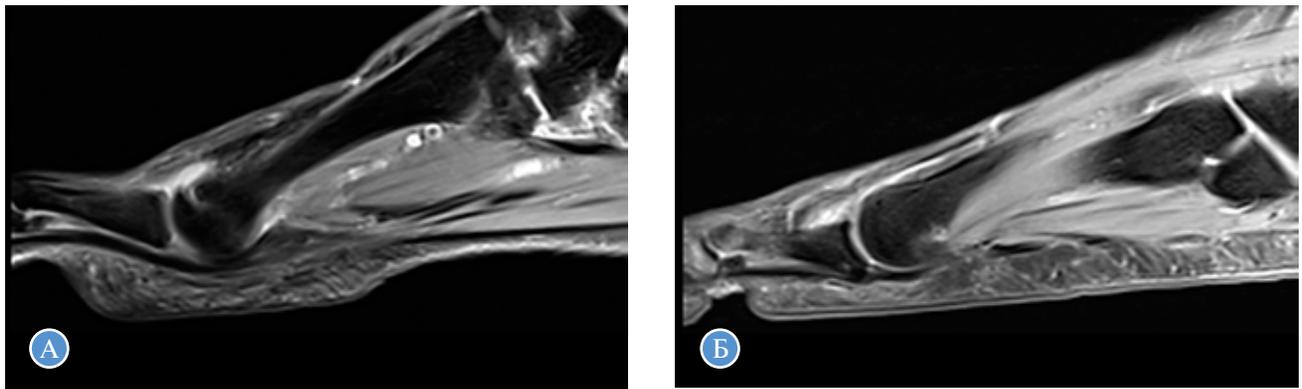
Пациент В., 63 года. Визуализация подошвенной связки 2-го и 3-го плюснефаланговых суставов правой стопы с помощью магнитно-резонансной томографии
